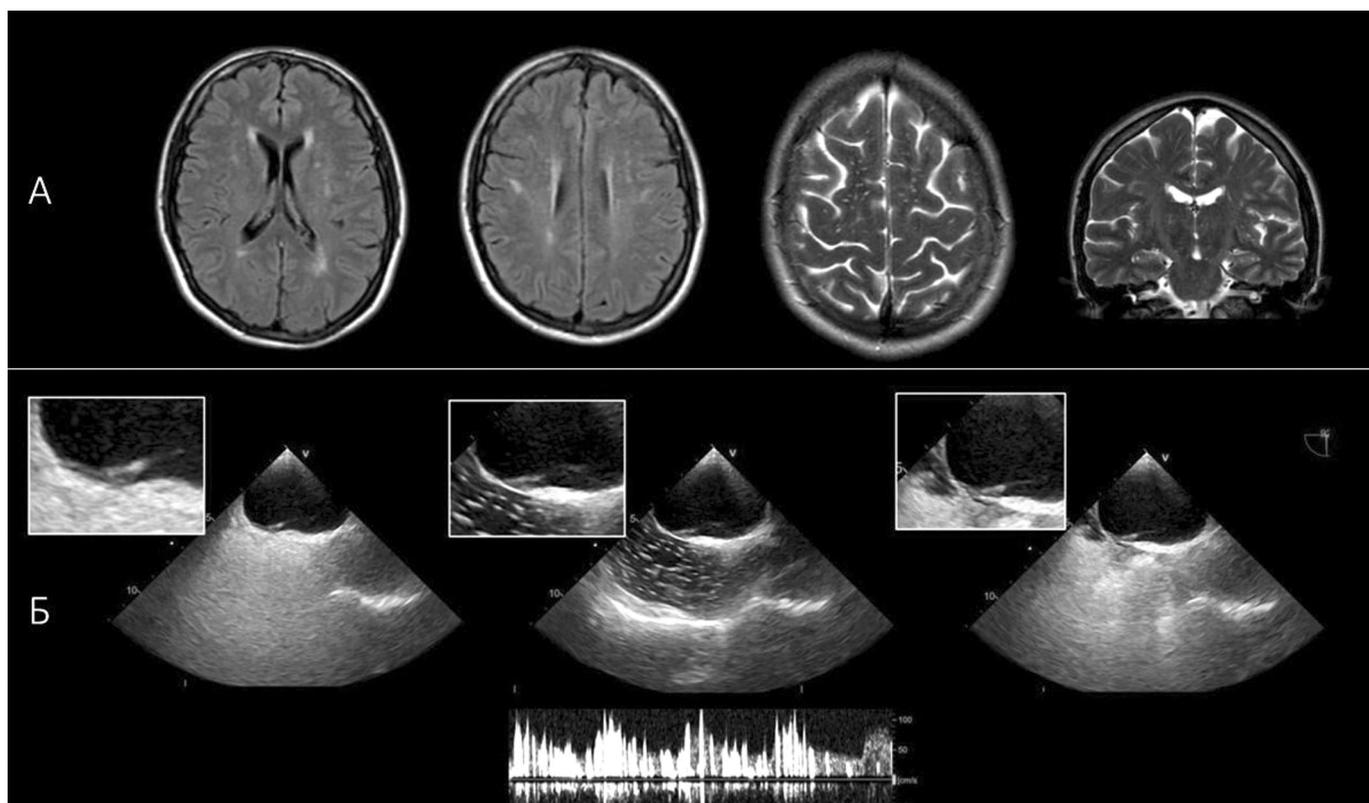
Данные обследования пациентки. А — МРТ головного мозга, демонстрирующая наличие гиперинтенсивности белого вещества и расширения периваскулярных пространств; Б (вверху) — чреспищеводная эхокардиография, бикавальная позиция, демонстрирующая наличие СМЛП; Б (внизу) — баббл-тест, демонстрирующий наличие выраженного право-левого шунта
